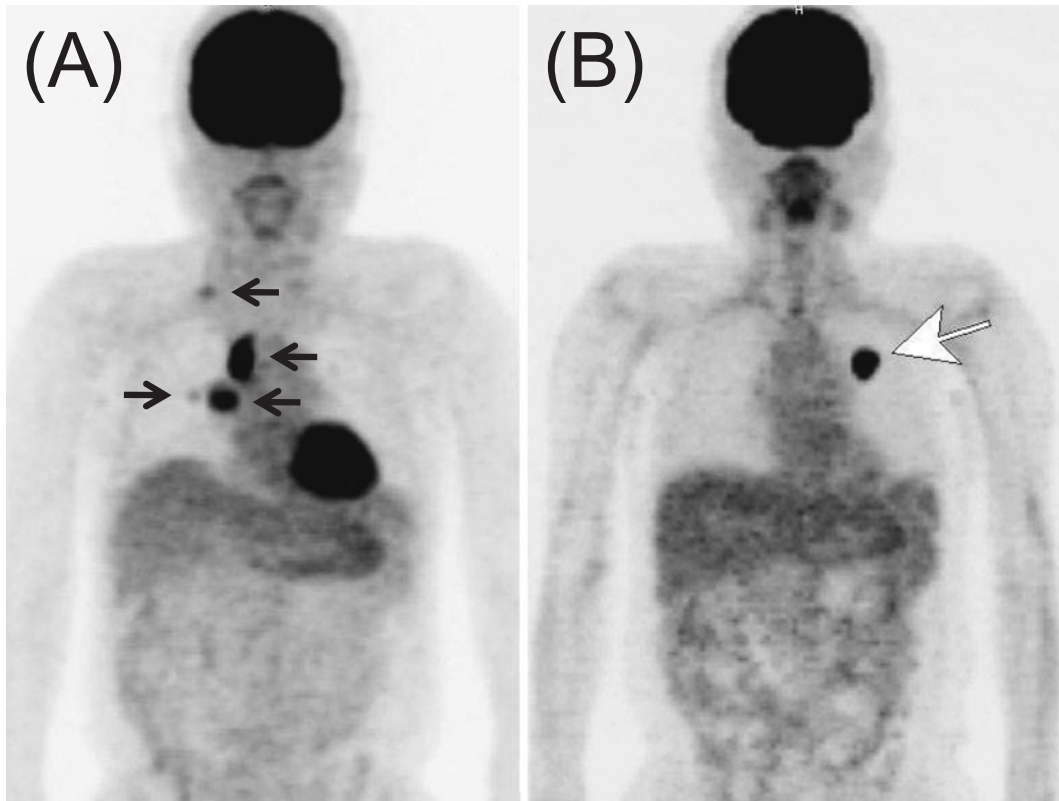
(A) Positron emission tomography (PET) image before antituberculosis treatment showed abnormal uptake (black arrows) in right hilar lymph nodes (SUVmax 8.7), pretracheal lymph nodes (SUVmax 12.9), right supraclavicular lymph nodes (SUVmax 3.5), and the nodule of right upper lobe (SUVmax 2.6). (B) PET image after antituberculosis treatment showed abnormal uptake (white arrow) in the nodule of left upper lobe (SUVmax 6.6).
